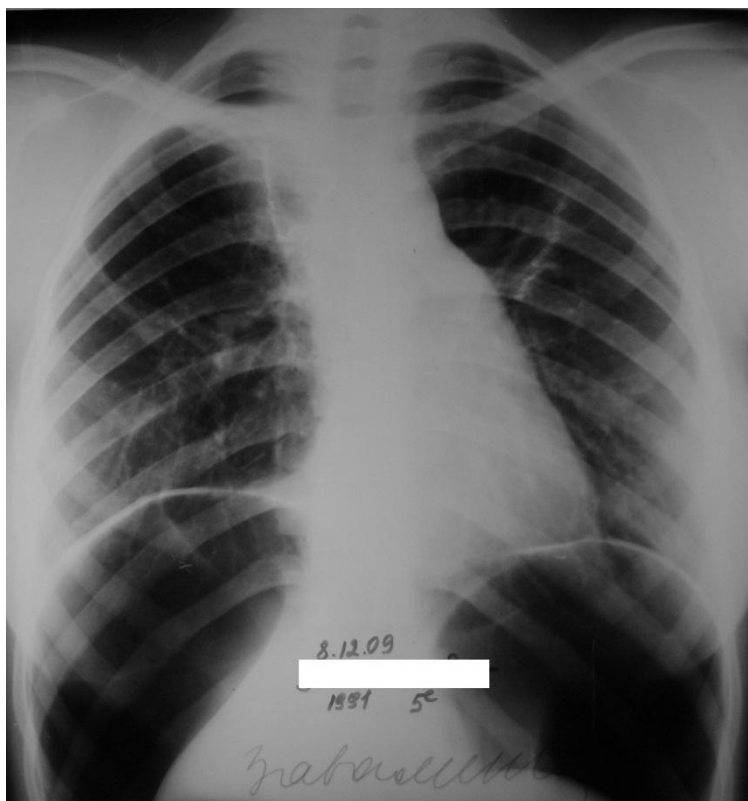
Обзорная рентгенограмма пациентки З. через 3 мес. после операции. В брюшной полости воздух.
